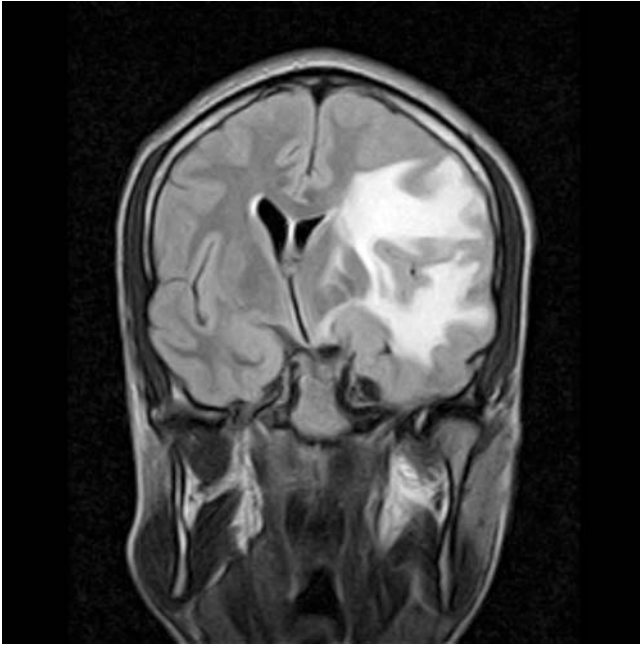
Imagen mediante tomografía axial computarizada (TAC) que muestra una masa en el lóbulo parietal izquierdo que produce herniación y edema cerebral.
